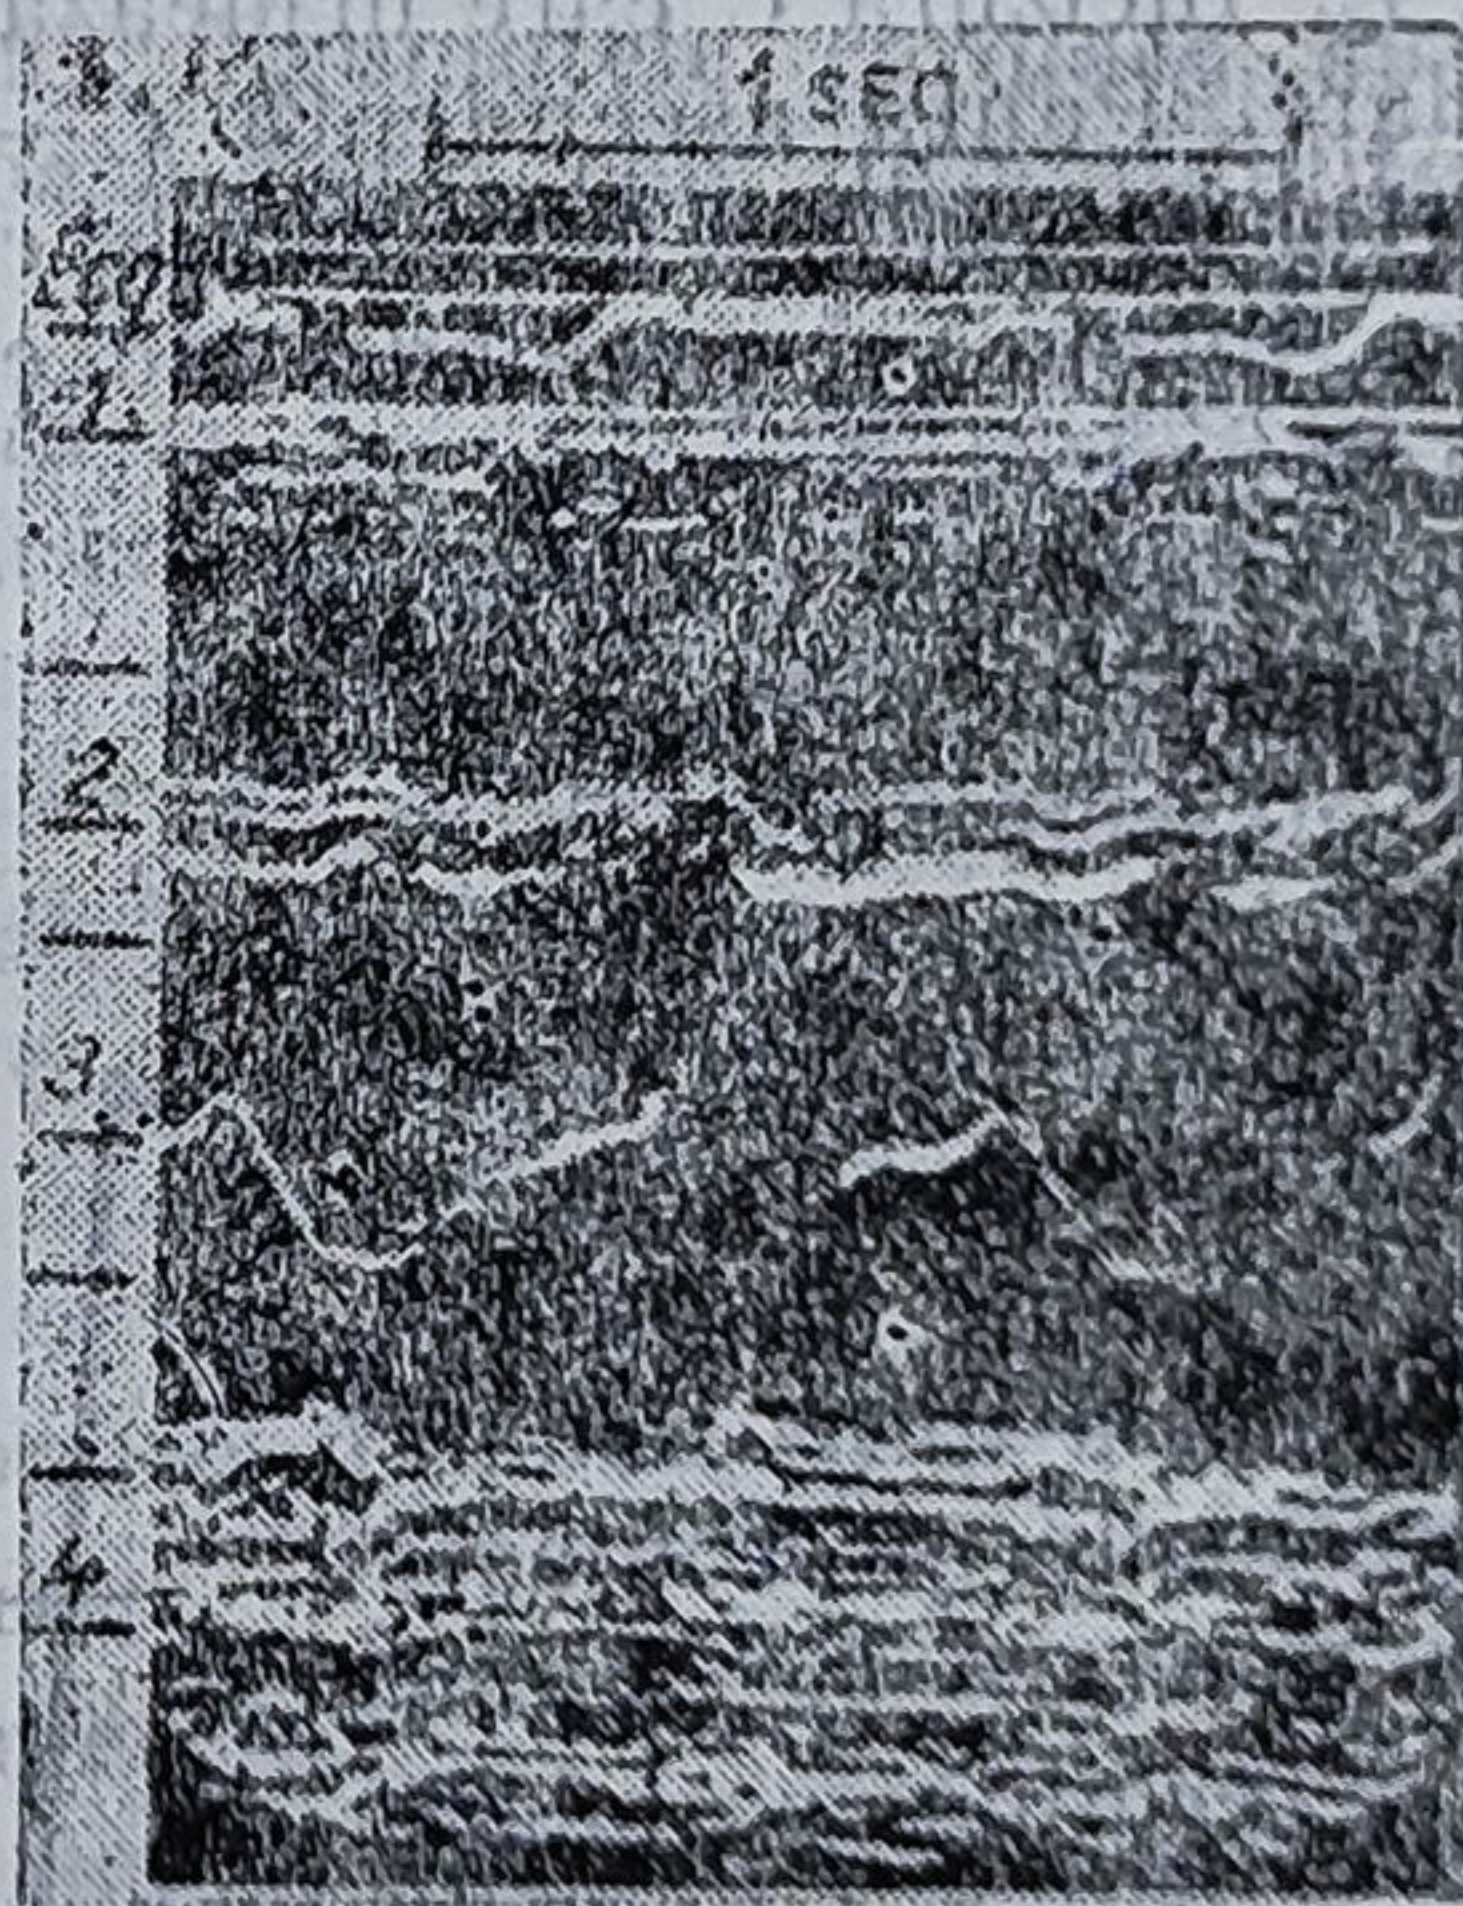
Echocardiogramă înregistrată cu ajutorul traducătorului îndreptat postero-lateral, plasat în spațiul 3—5 intercostal parasternal stîng. Ultrasunetele întîlnesc și se reflectă din ventriculul drept (1), septul interventricular (2), valvula mitrală anterioară (3) și peretele ventricular stîng (4).
